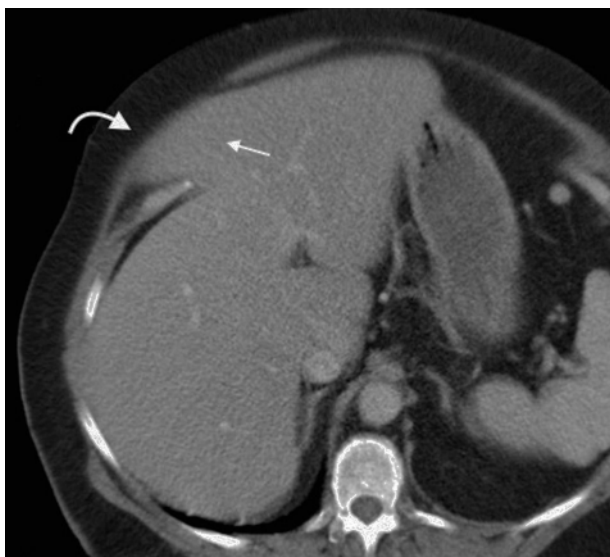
Tomografía computada multidetector en plano axial muestra una voluminosa hernia epigástrica (flecha curva) en la que protruye el lóbulo izquierdo del hígado (flechas rectas).
